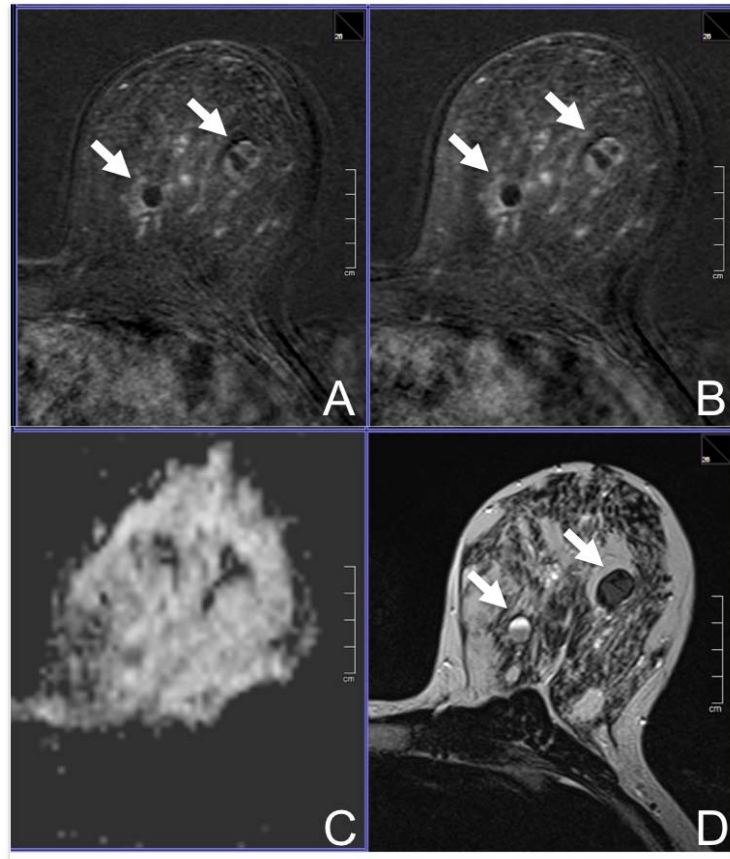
Negativer Beispielbefund. Abbildung 1 zeigt ein Beispiel einer MR-Mammografie einer 42-jährigen Frau, die mit einem *BI-RADS* 0 Befund aufgrund einer hohen Brustdichte (*ACR* 4) und zahlreichen zystischen Läsionen, von denen einige eine inhomogene Echogenität und eine dorsale Schallverstärkung aufwiesen, zur MR-Mammografie überwiesen wurde. In der Magnetresonanz zeigten sich diese Läsionen als proteinreiche Zysten (Pfeile).
